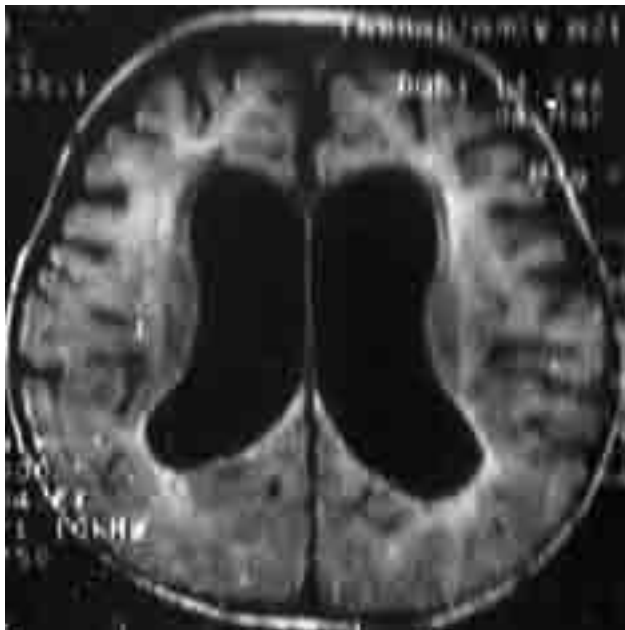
МРТ, аксиальный срез. Первоначальное исследование. Расширение боковых желудочков мозга. Зона перивентрикулярной ишемии
